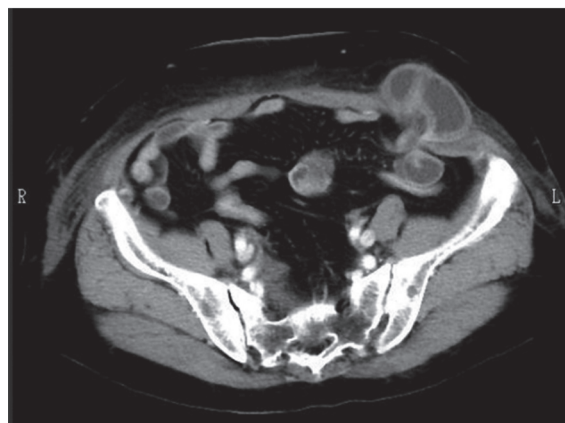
症例3におけるCT画像. 左下腹部に小腸の腹壁への嵌頓が認められる.
